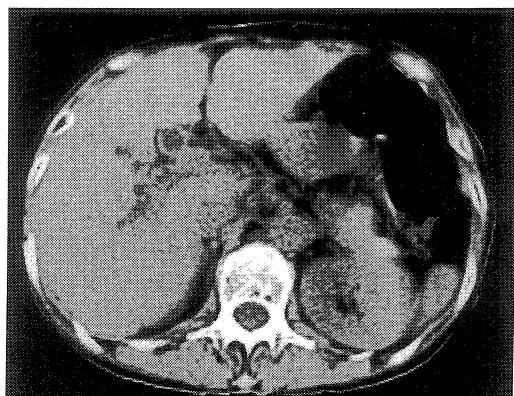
Computed tomography scan of the liver after second operation; showing no stone and no tumor.
